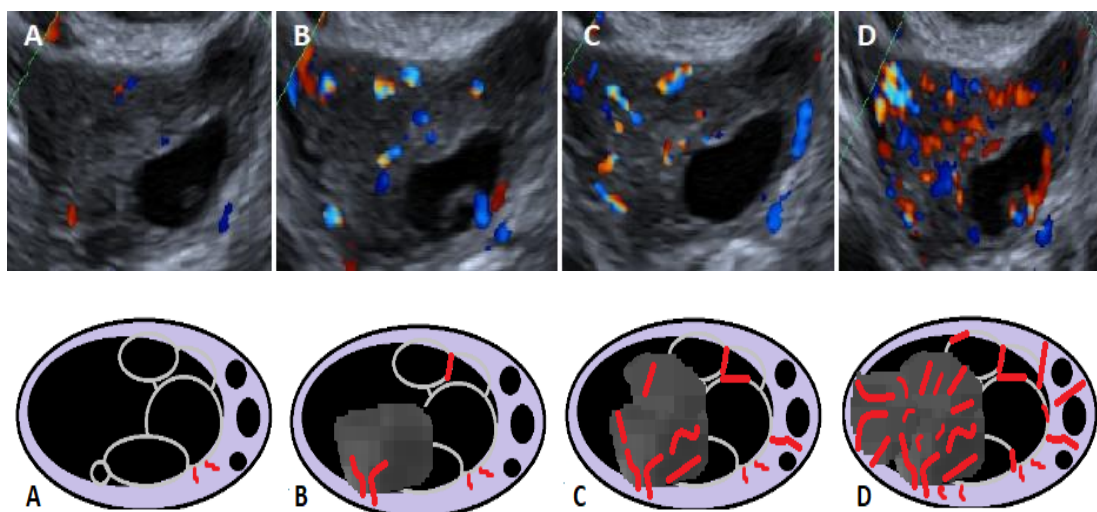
Estudo Doppler do ovário. A: escore 1; B: escore 2; C: escore 3; D: escore 4.
